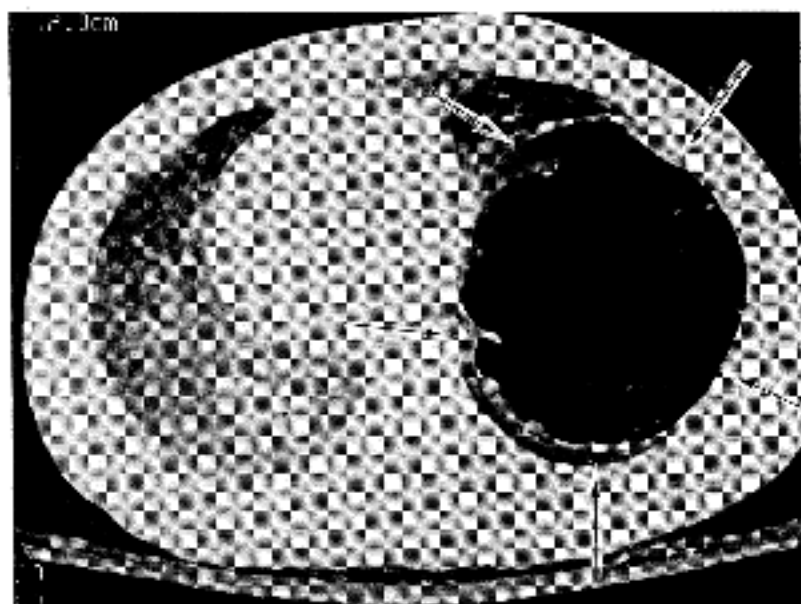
High resolution computerized tomography shows a large cystic lesion(arrow) in the left lung.
